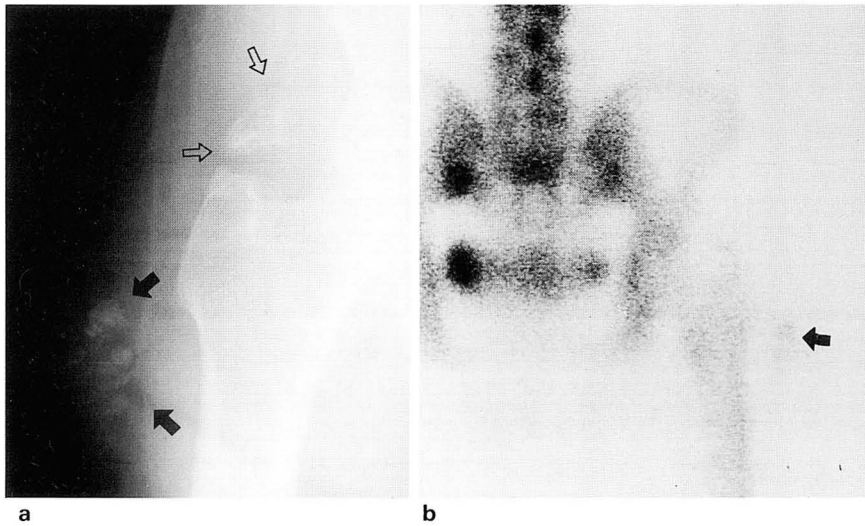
a. Anteroposterior radiograph of the right proximal femur shows multiple, irregular-shape radiopacities in the inferolateral side of the greater trochanter (black arrows) and triangular-shape radiopacity in the superior side of greater trochanter (open arrows). b. Posterior view of 99mTc-MDP bone scan shows increased activity in the lesion located inferolateral side of the greater trochanter (black arrow).
